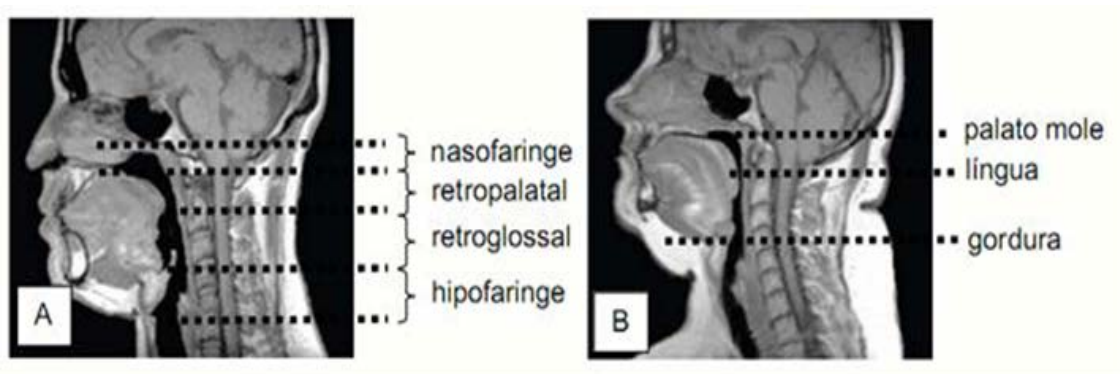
Imagem sagital de indivíduo normal e com apneia do sono, analisada por ressonância magnética. A: indivíduo normal e destacada a região da via aérea superior. B: indivíduo com apneia do sono grave com destaque para os tecidos moles. Observa-se que o paciente com apneia do sono apresenta a região da via aérea superior mais estreita, como a retropalatal e retroglossal, assim como o palato mole, a língua e a gordura subcutânea são maiores. Adaptada referência 58.
